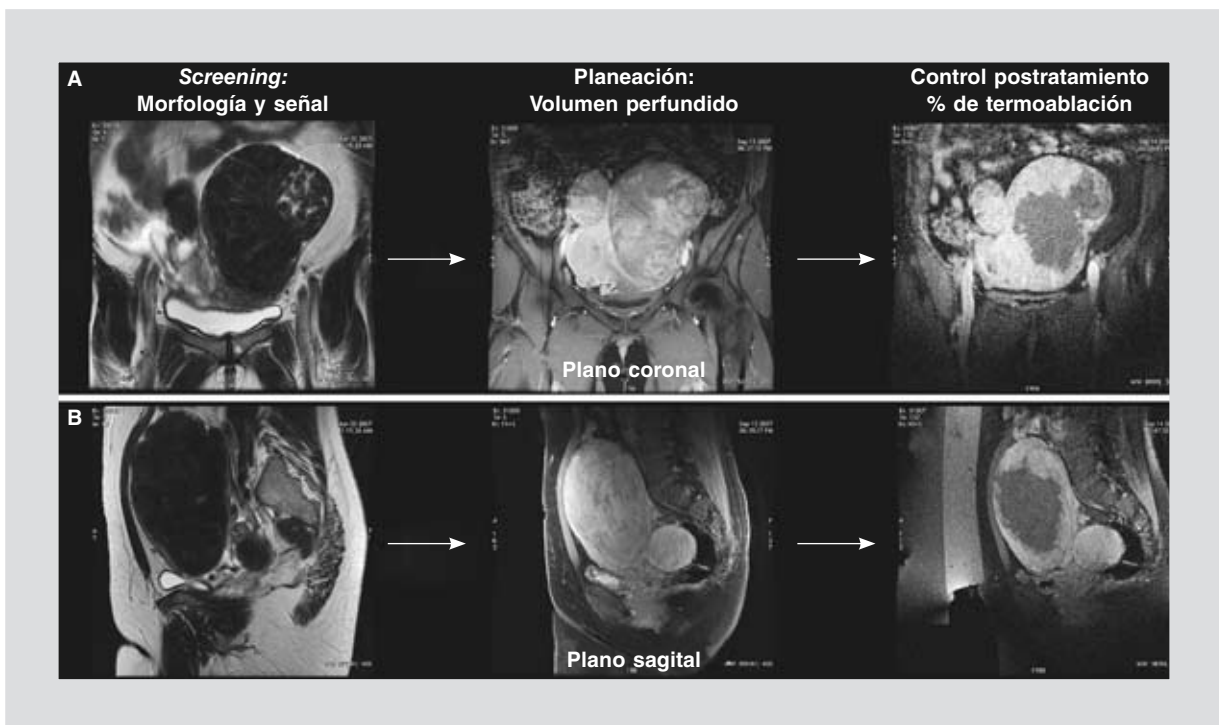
Mioma uterino gigante, transmural, tratado con RM. Se pueden observar las fases de caracterización con secuencia T2 (imágenes de la izquierda), determinación del volumen tratable con las secuencias T1 post-Gd (imágenes centrales) y determinación del volumen no perfundido (VNP), lo que traduce el porcentaje de termoablación, que se obtiene con una segunda adquisición de imágenes (secuencia T1 post-Gd) al final del tratamiento (imágenes de la derecha). A: plano coronal. B: plano sagital.
